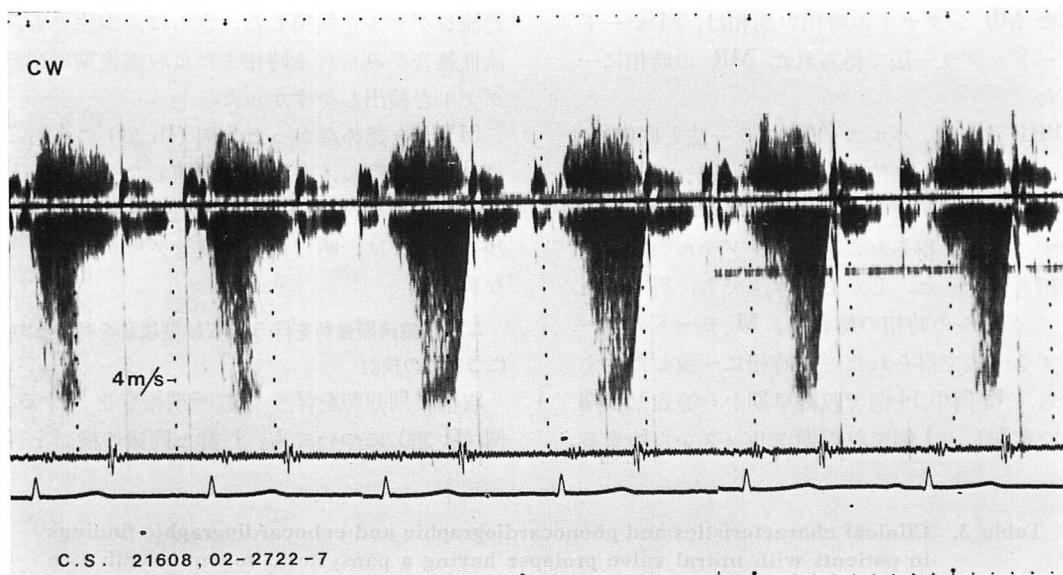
Continuous wave Doppler recordings of mitral regurgitation in a patient with mitral valve prolapse.
